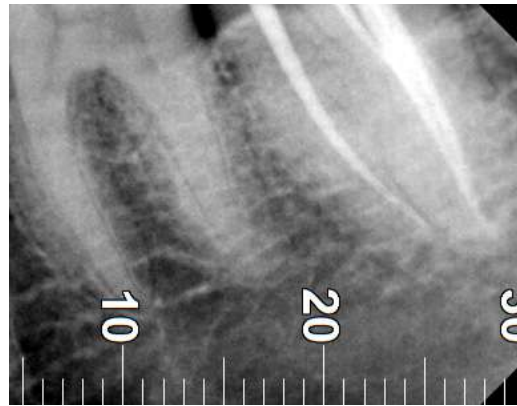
Radiographie postopératoire visualisant un fin diverticule canalaire.
